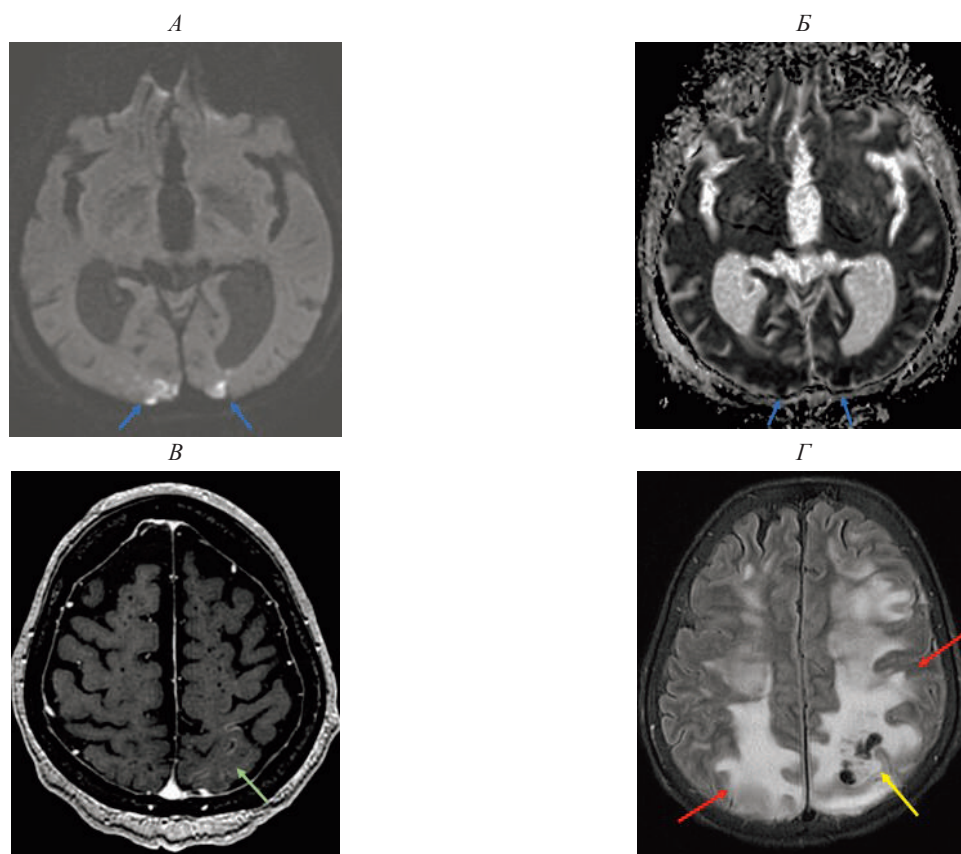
МРТ головного мозга (атипичная лучевая картина PRES синдрома). А, Б – инфаркты в коре и субкортикальном белом веществе обеих затылочных долей – синие стрелки В – накопление КВ корой левой теменной доли – зеленая стрелка Г – билатеральное асимметричное поражение белого вещества теменных и лобных долей ($D < S$) – красные стрелки в левой теменной доле – участки геморрагического пропитывания – желтая стрелка
